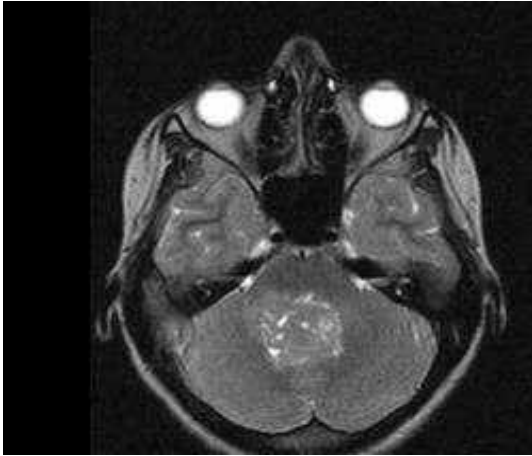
МРТ при МБ класичного типу у дорослих.
